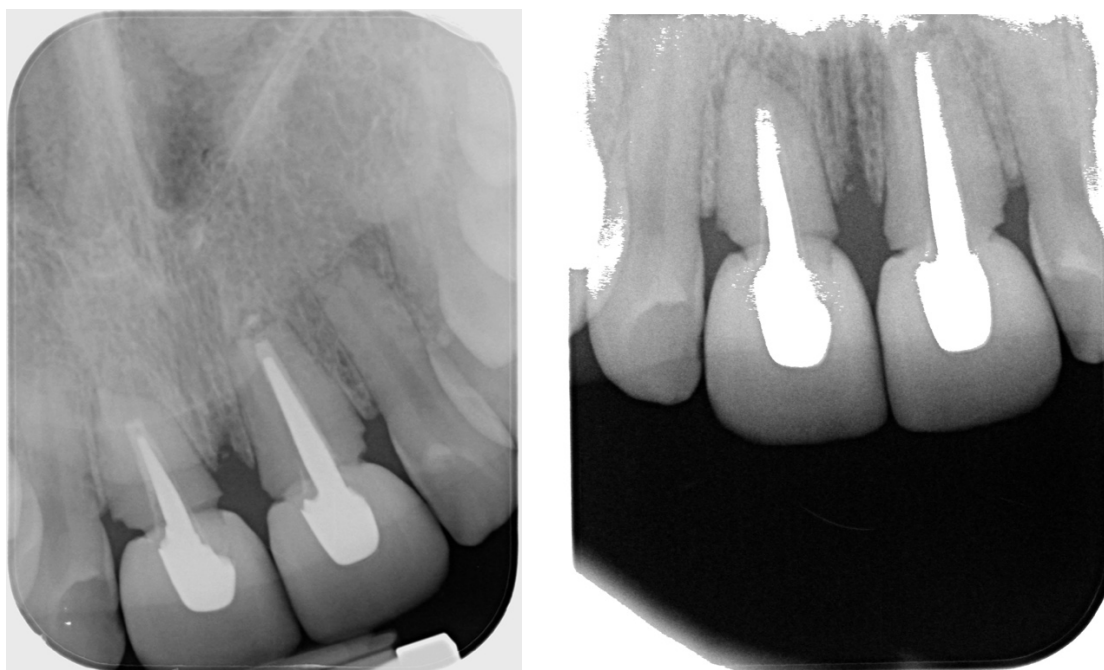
Radiographies rétro-alvéolaires de 11 et 21 (2018)
